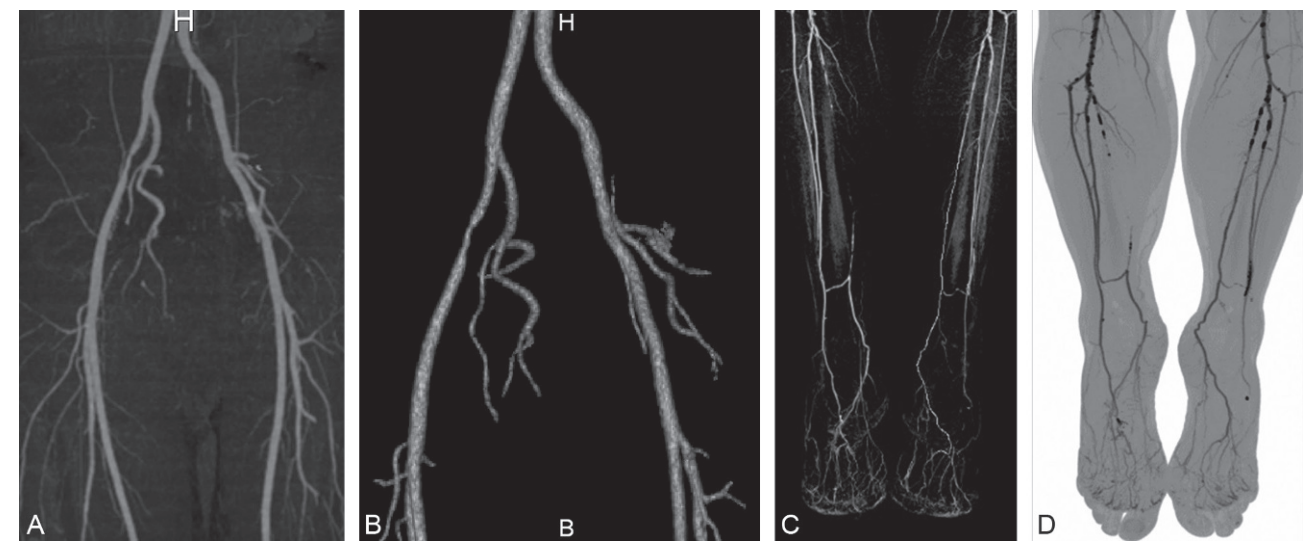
Comparaison des reconstructions en MIP et en VRT d'un angio-TDM des artères iliaques (a, b), acquises sur un scanner 16 barrettes, et des artères de jambes (c, d), acquises sur un scanner 64 barrettes. Noter l'excellente résolution spatiale des artères de jambes.
